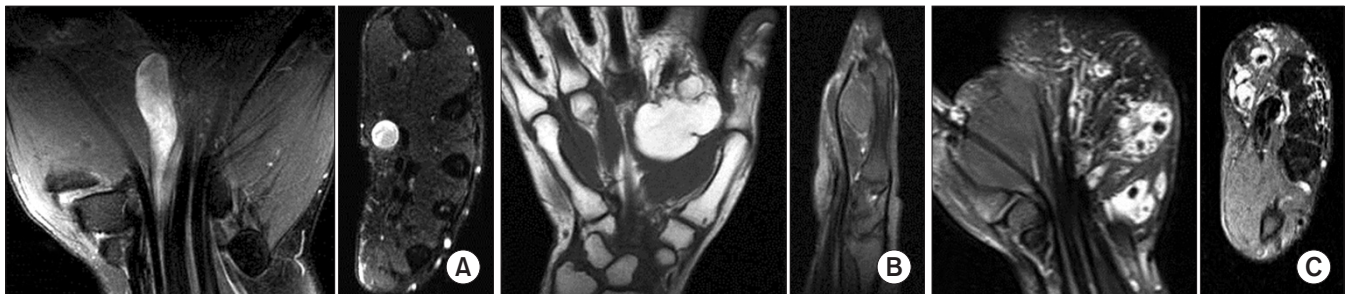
Benign soft tissue tumors in the hand show different magnetic resonance signals schwannoma (A), lipoma (B), and hemangioma (C).
